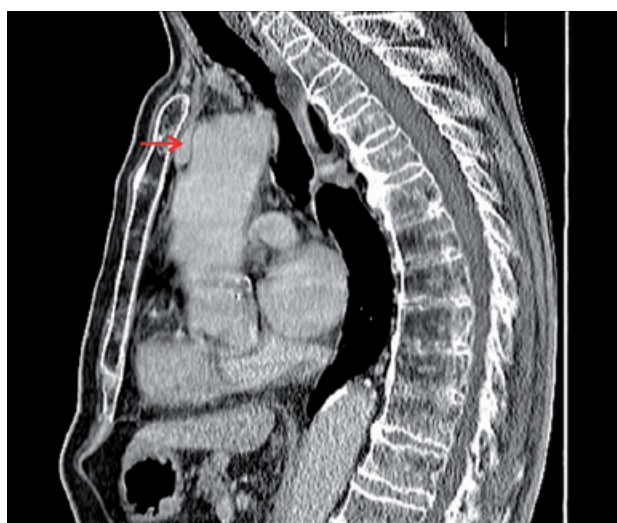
TC mediastino - imagem sagital.
